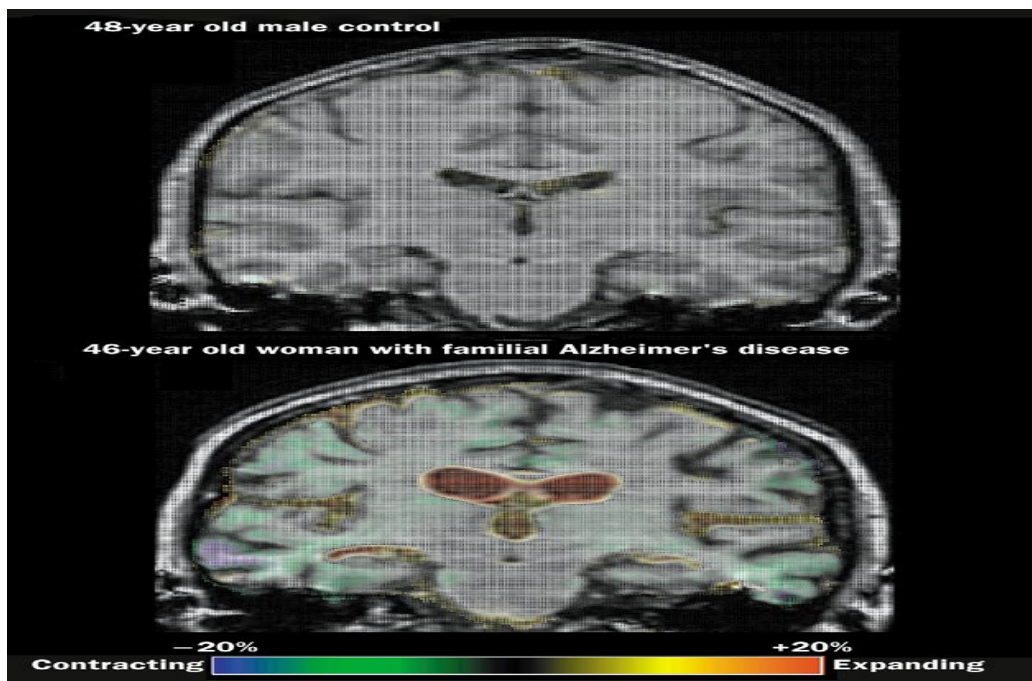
MRI coronal comparativo entre un control y paciente con EA. Se muestra la imagen de una mujer con historia familiar de la EA. Se incluye el mapa de colores que facilita la interpretación de los cambios en el volumen.⁽¹⁶⁹⁾
